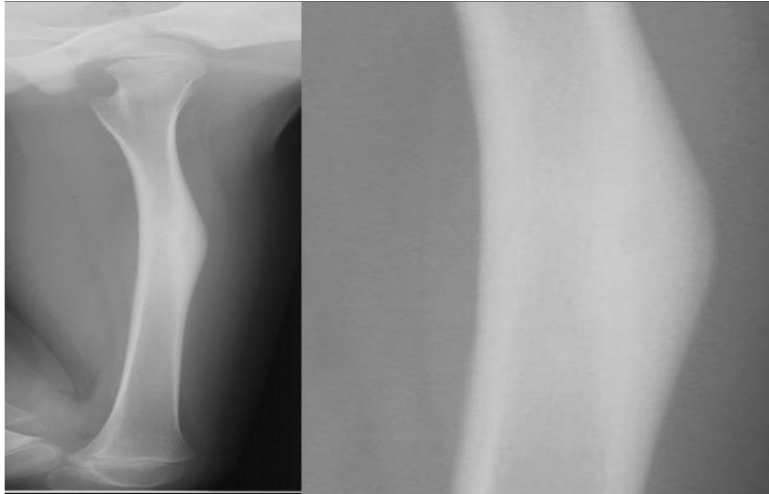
Ostéosclérose avec hypertrophie de la corticale osseuse de la diaphyse fémorale droite: image radiologique d'ostéome ostéoïde. Le nidus n'est pas clairement individualisé sur la radiographie standard.
